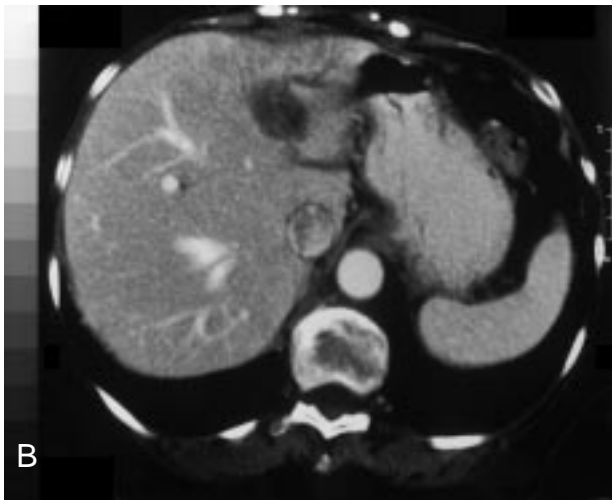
Colangiocarcinoma intrahepático. A) El estudio por TC en la fase arterial demuestra una lesión nodular hipodensa mal definida en el lóbulo hepático izquierdo. B) En la fase portal la lesión se delimita mejor y se observa una moderada dilatación de la vía biliar izquierda. C) En la fase de equilibrio se observa una clara hipercaptación tumoral secundaria a la estroma tumoral fibrosa. Obsérvese, asimismo, la presencia de dilatación segmentaria de la vía biliar.
